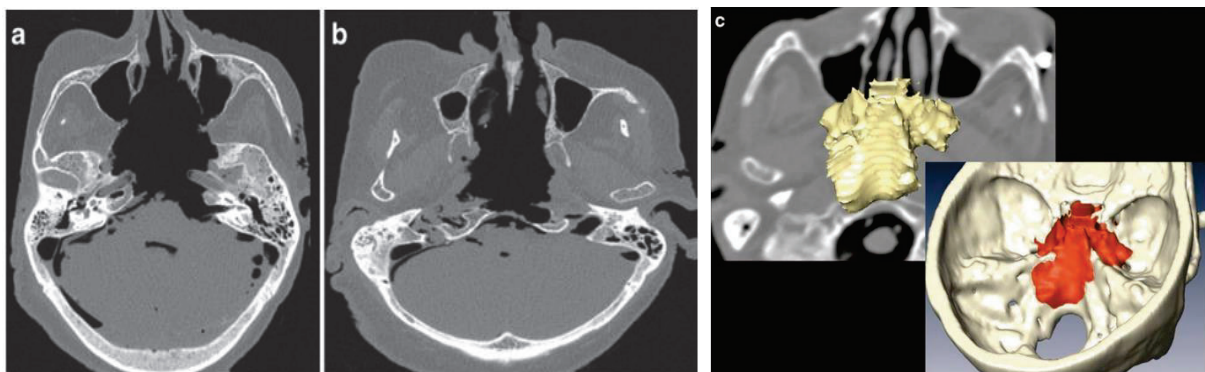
Imagen de disección transclival con petrosectomía (a) y condilectomía (b). Reconstrucción 3D de la resección sobrepuesta con la TC (imagen de [117]).
